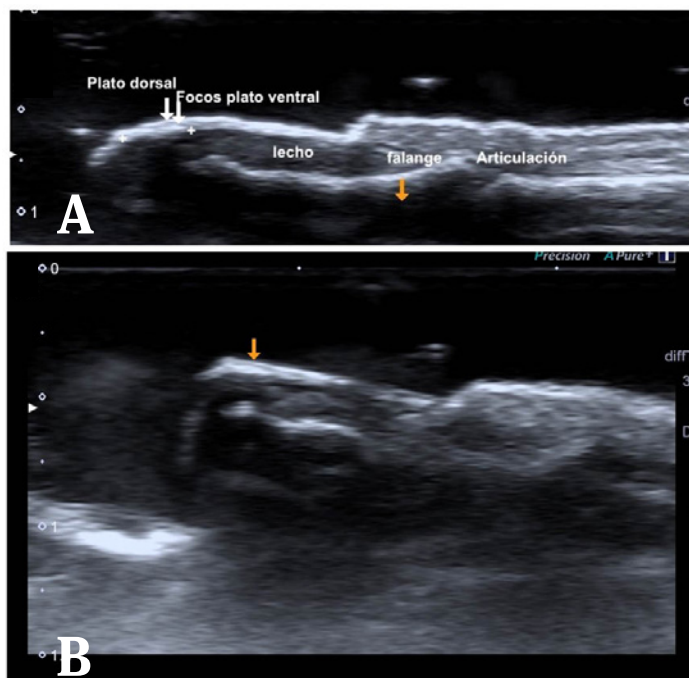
A y B) Imagen longitudinal de ultrasonido de alta resolución, que muestra adecuada definición y morfología de las láminas ungueares con depósitos hiperecogénicos sobre el plato ventral (flechas blancas y amarillas), correspondiente a hallazgos asociados a onicopatía psoriática con los elementos de la uña (lecho y matriz) normales. La articulación interfalángica y la entesis tienen apariencia ecográfica normal.
